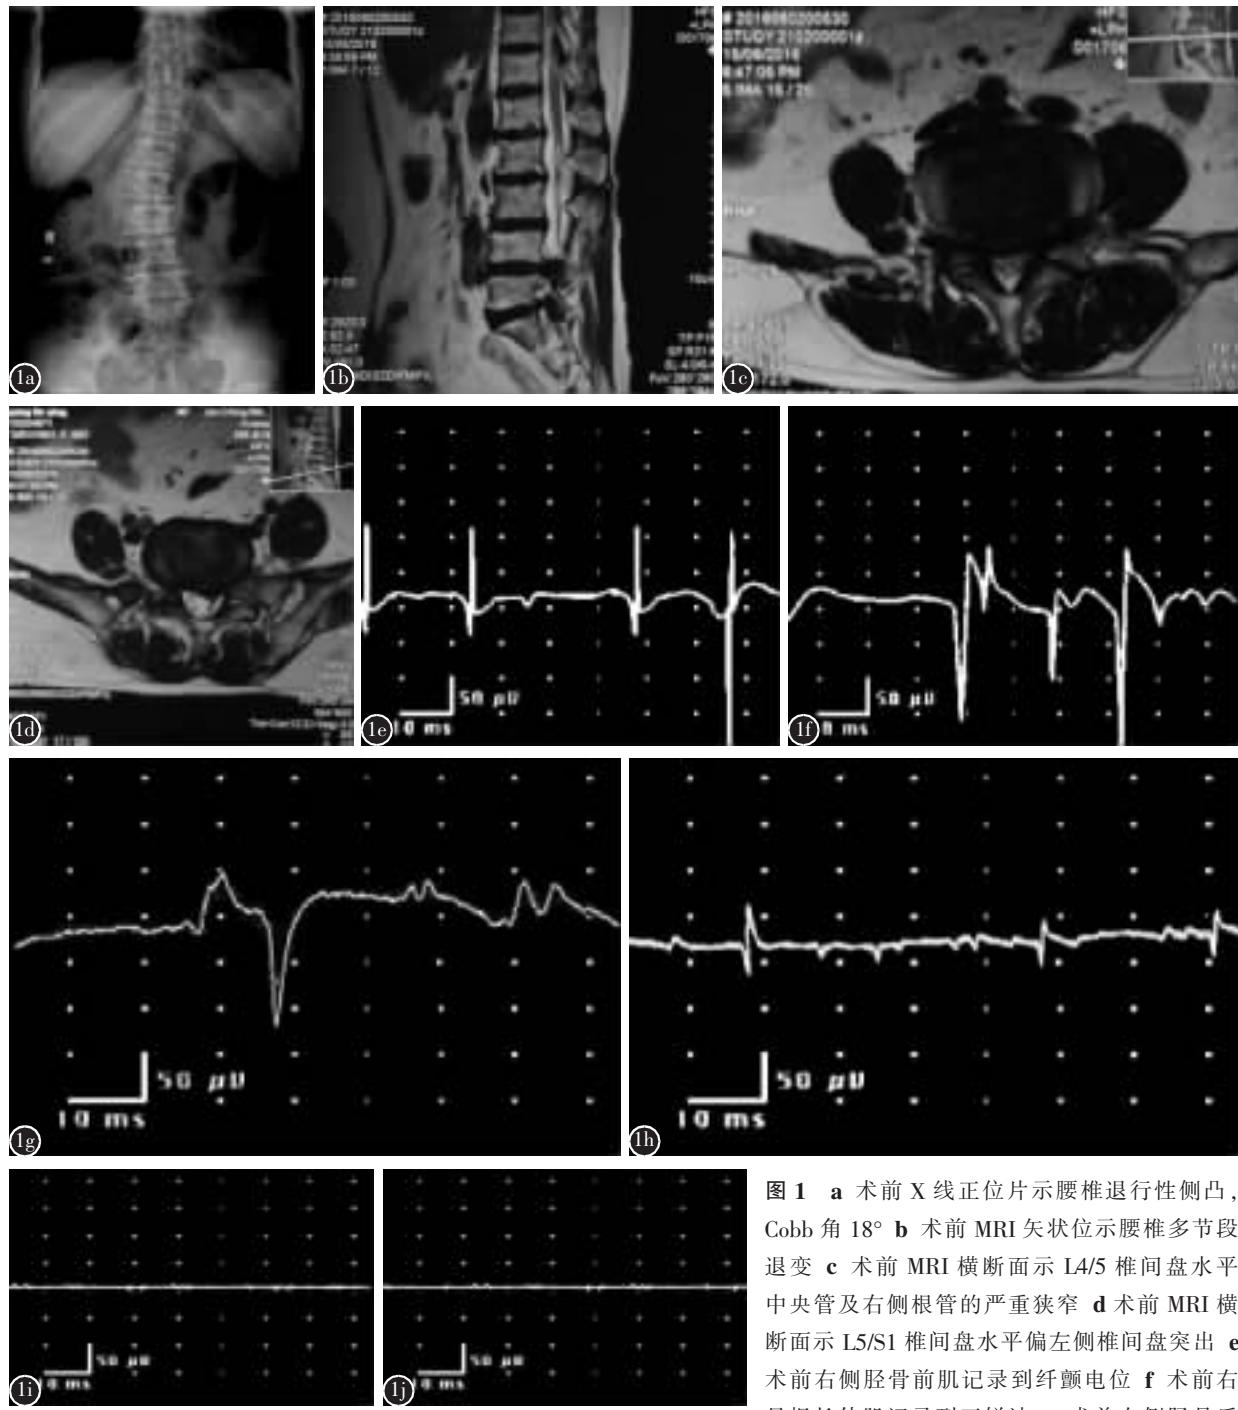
a 术前X线正位片示腰椎退行性侧凸，Cobb角18° b 术前MRI矢状位示腰椎多节段退变 c 术前MRI横断面示L4/5椎间盘水平中央管及右侧根管的严重狭窄 d 术前MRI横断面示L5/S1椎间盘水平偏左侧椎间盘突出 e 术前右侧胫骨前肌记录到纤颤电位 f 术前右足拇长伸肌记录到正锐波 g 术前右侧胫骨后
